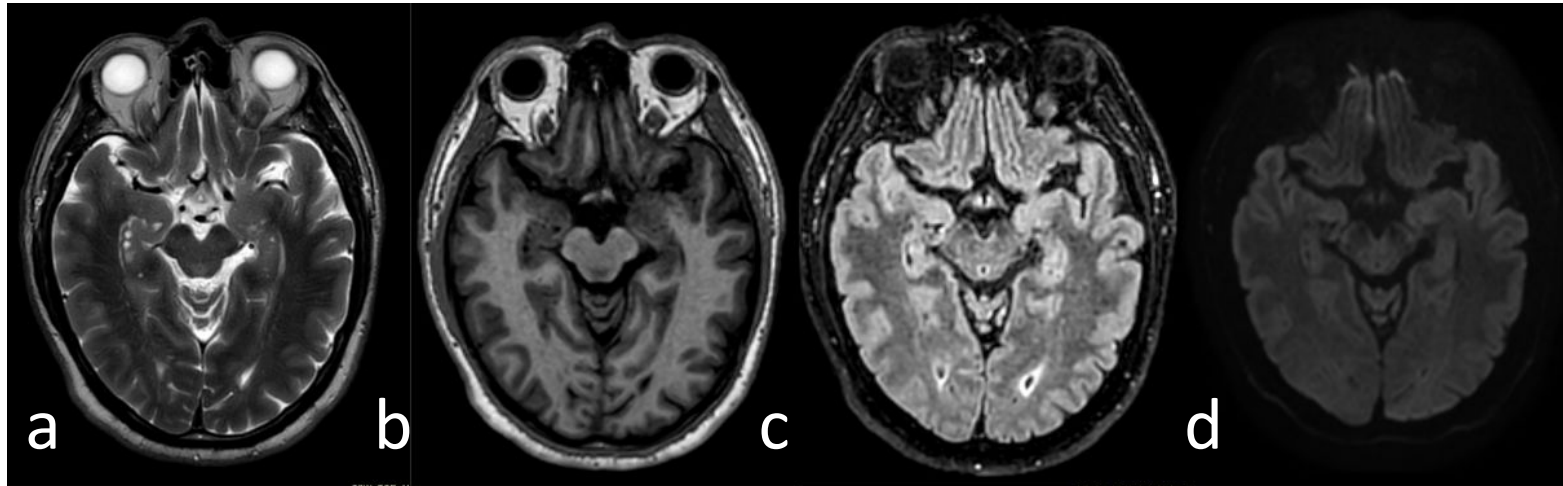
Adquisiciones axiales en secuencias T2, T1, FLAIR y DWI donde se identifican varios quistes de pequeño tamaño a lo largo del margen lateral del hipocampo derecho, compatibles con quistes del restos del surco hipocampal.
